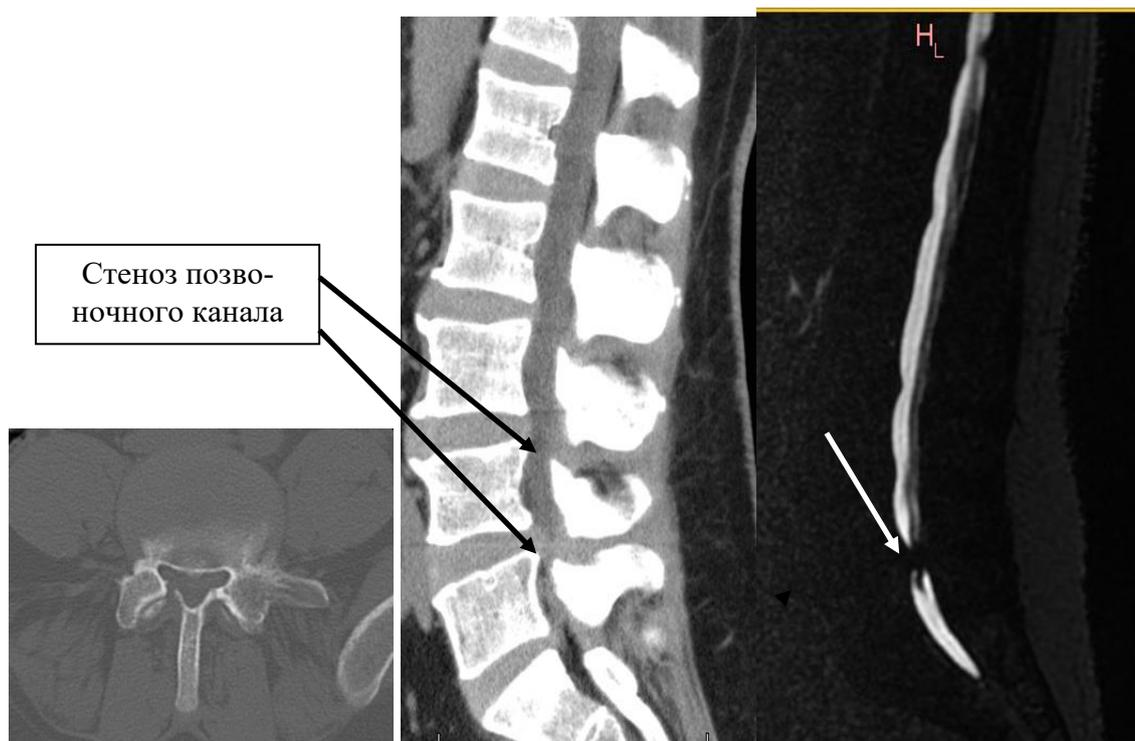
РКТ в сагиттальной и аксиальной плоскостях, МРТ в режиме гидрографии: за счет гипертрофии фасеточных суставов стенозирован и деформирован позвоночный канал с полной блокадой ликворотока (показано стрелками).
